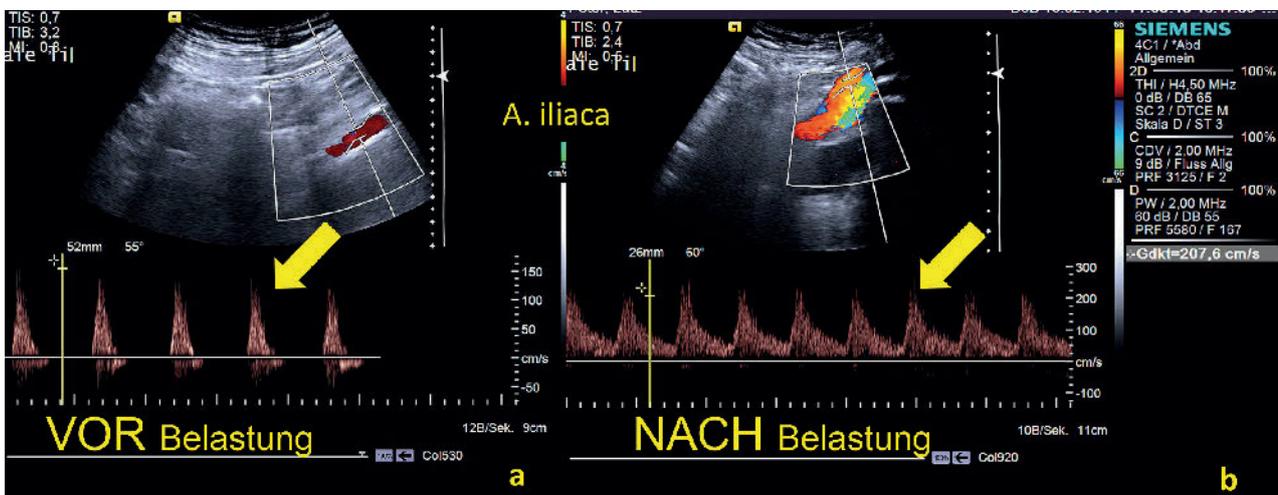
Farbkodierte Duplexsonographie der A. iliaca vor und nach Belastung; a) A. iliaca vor Belastung mit steilem biphasischem Flussmuster b); A. iliaca nach Belastung monophasisch und mit erhöhtem enddiastolischem Fluss
